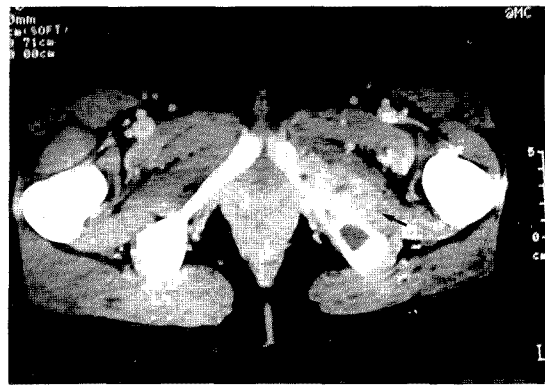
CT shows a large destructive lesion on the inferior ramus of the left pubis and radiopaque mass around it.
